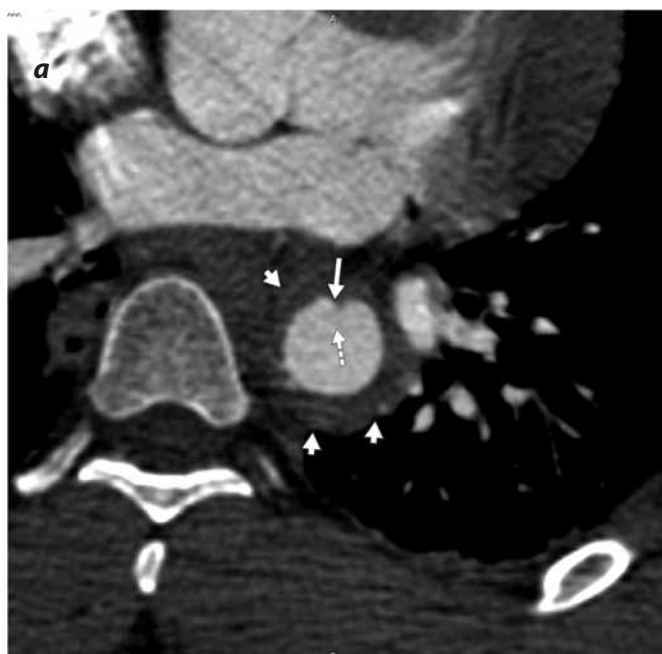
Angiotomografía de tórax. Corte axial: irregularidad en el contorno anterior de la aorta (flecha) con levantamiento intimal (flecha punteada) y hematoma paraaórtico (flechas cortas).
